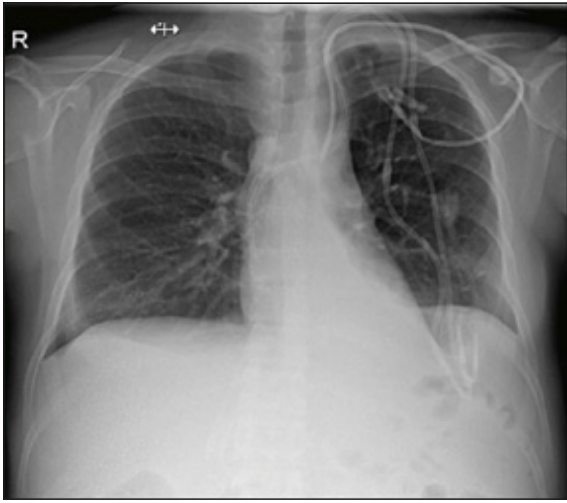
Radiografía de tórax post-trasplante hepatorenal precoz.
